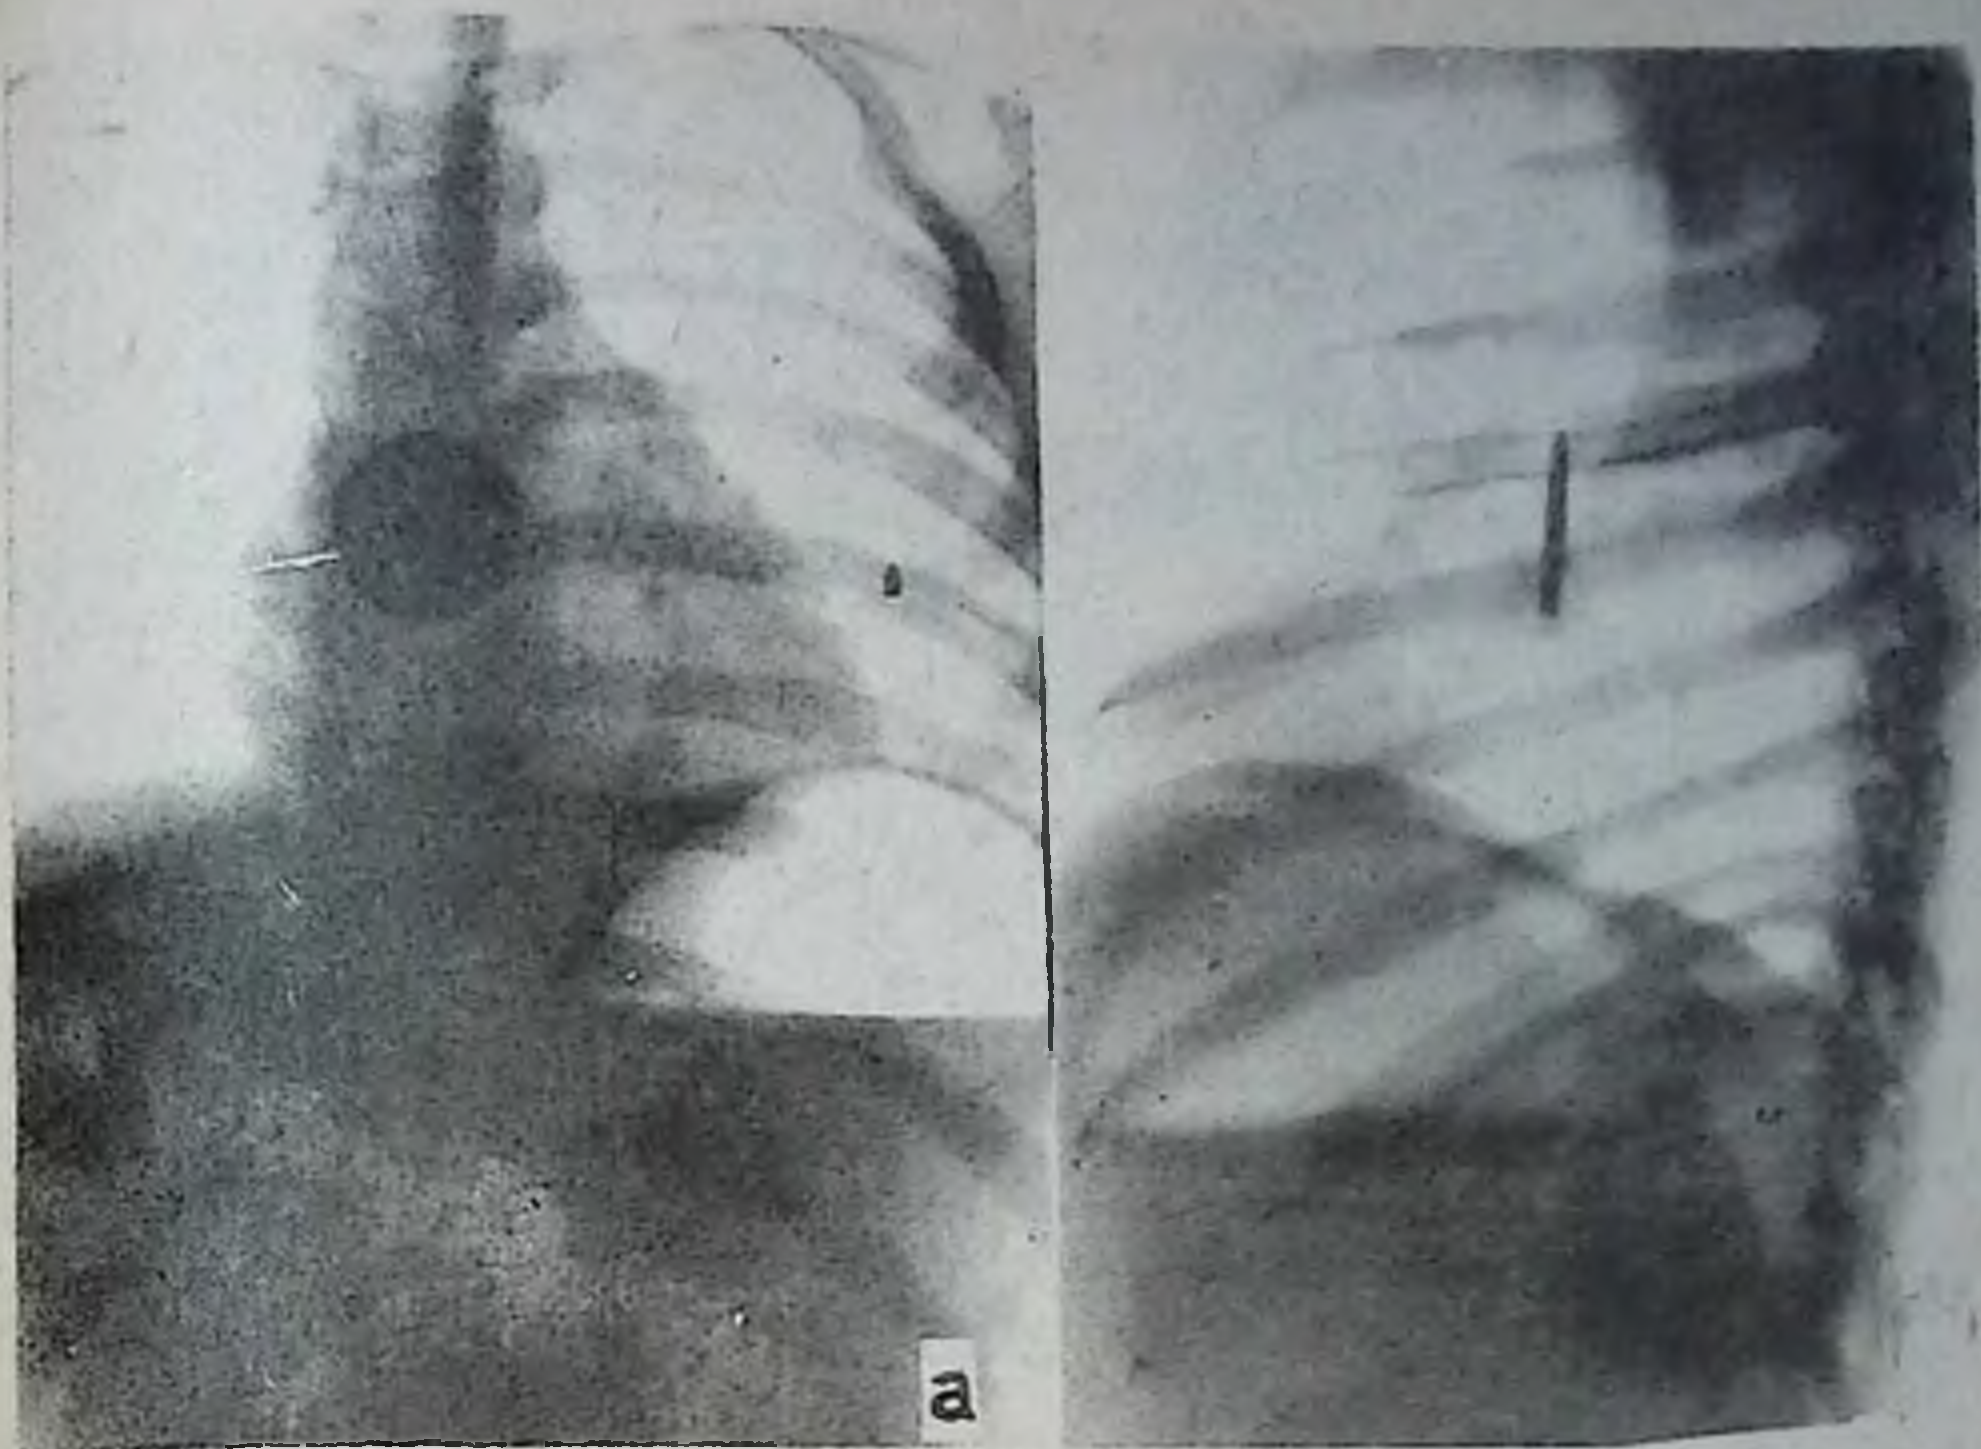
Рентгенограммы:
